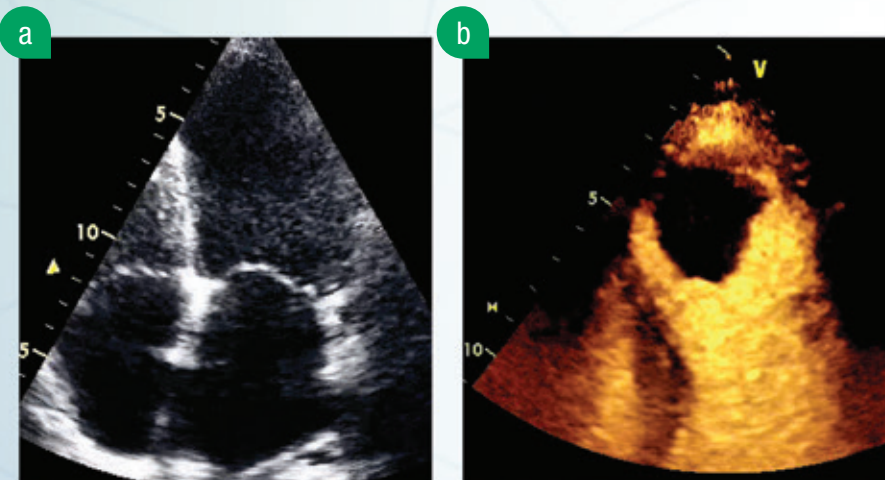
Avaliação da cavidade ventricular esquerda. Visão apical de 4 câmaras. Ecocardiografia não contrastada em Modo-B (1a). Opacificação da cavidade ventricular esquerda (LVO) com IM baixo após a injeção do contraste (1b).
